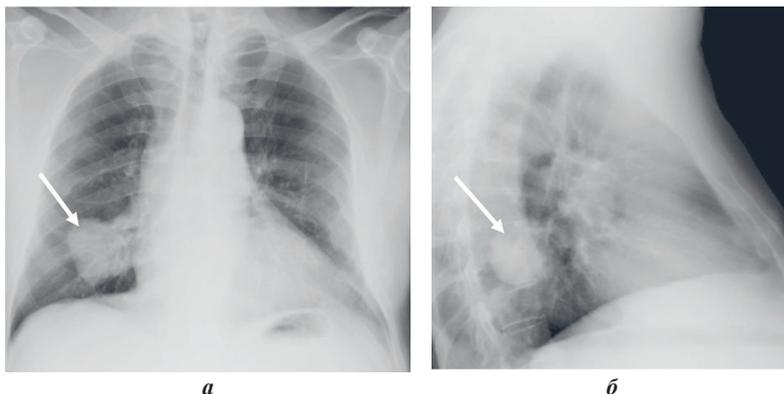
Рентгенограмма легких в двух проекциях (стрелкой показана бугристая тень периферического рака нижней доли правого легкого)
